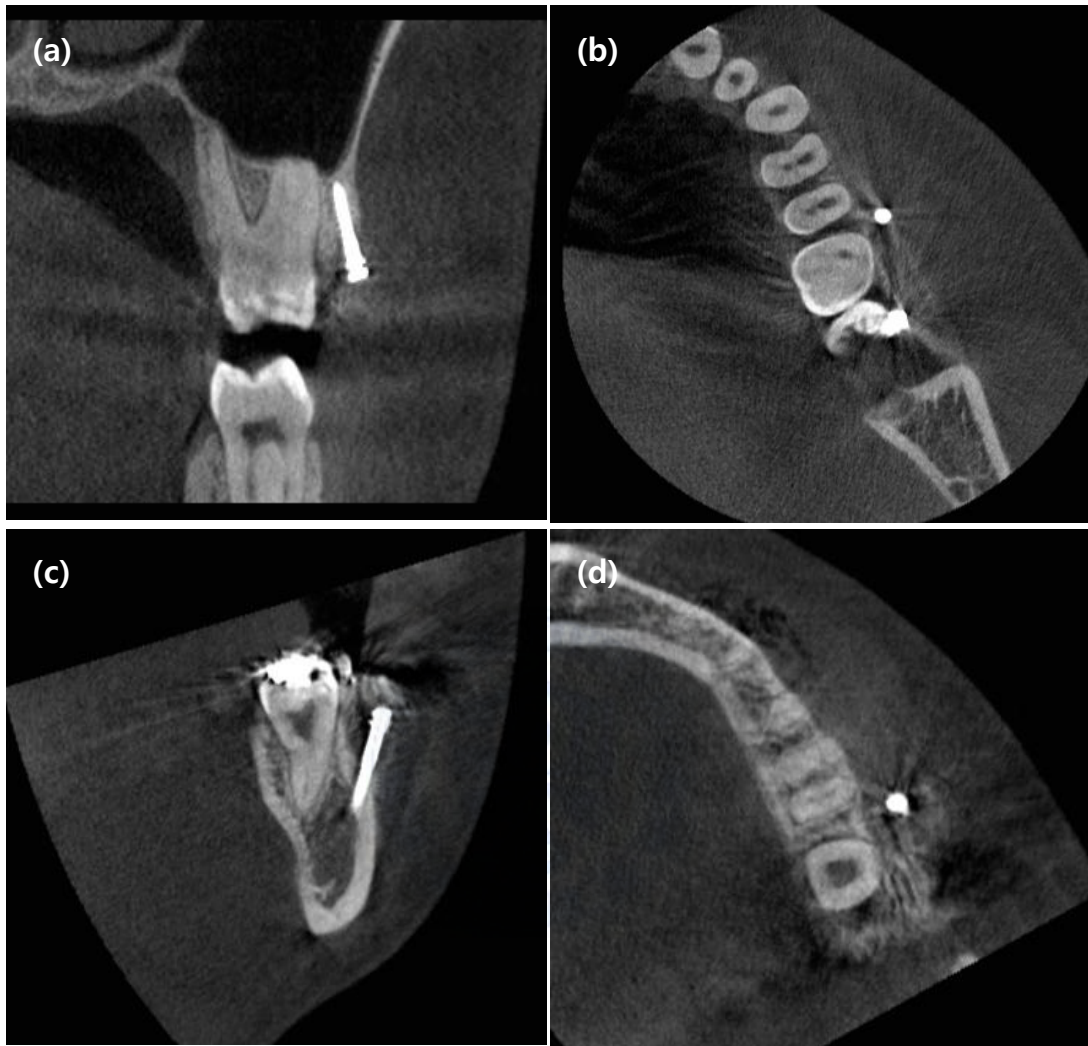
Cone beam computed tomography images of vertical insertion.
